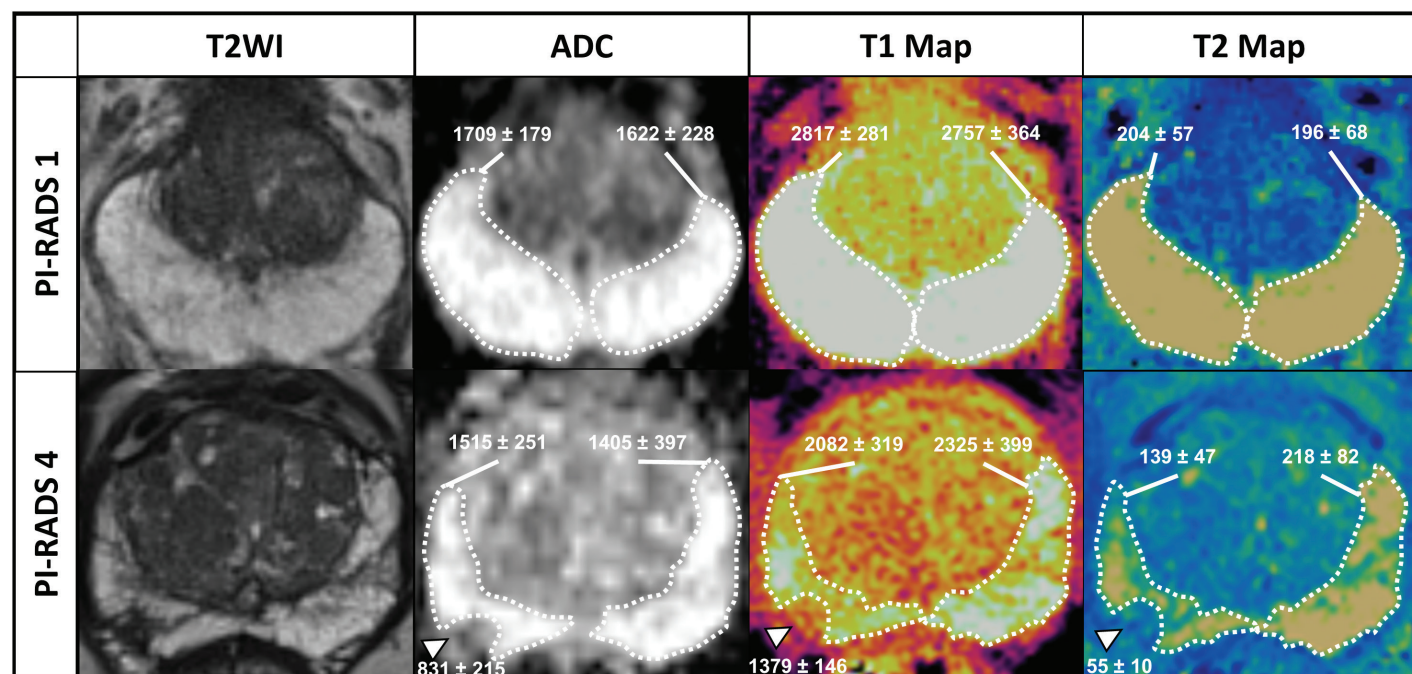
Mapeo de la próstata por Resonancia Magnética *Fingerprinting* (MRF) en pacientes con y sin lesión focal sospechosa. La fila superior ilustra un caso de RM de próstata del Sistema de Información y Reporte de Imágenes de Próstata (PI-RADS) 1, sin lesiones focales sospechosas en la zona periférica. La fila inferior ilustra un caso de resonancia magnética PI-RADS 4, con una lesión sospechosa focal en la zona periférica derecha (indicada por una flecha blanca). Como se ha demostrado en estudios previos^{5,13}, los valores T1 y T2 derivados de MRF de las lesiones sospechosas son significativamente más bajos que los valores T1 y T2 de la zona periférica de apariencia normal (contorneada por una línea punteada). ADC indica el coeficiente de difusión aparente; T2WI, imágenes ponderadas en T2.
